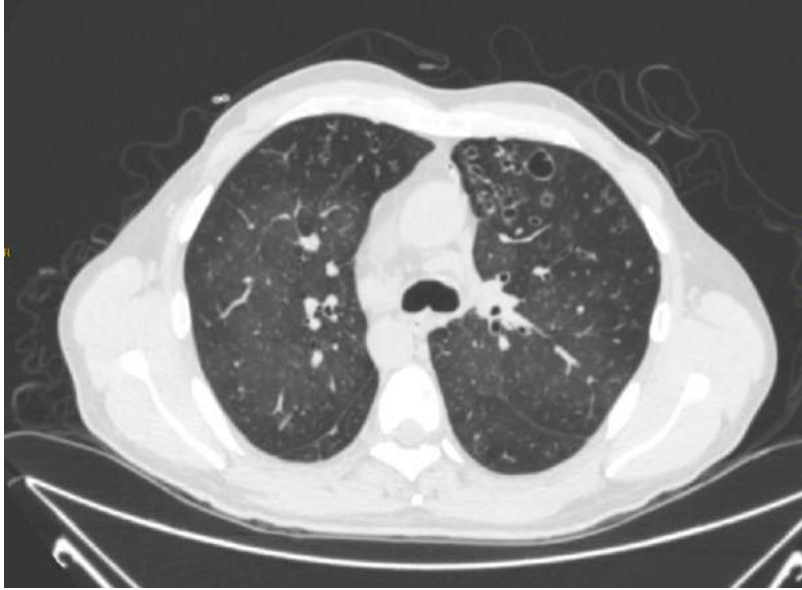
TC torácico de alta resolución donde se observa la presencia de bronquiectasias en LSI.
